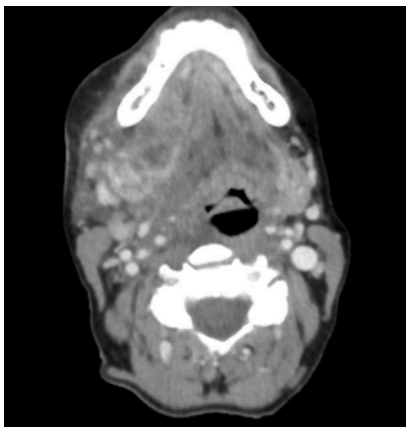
Axial slice computed tomography demonstrating a large collection displacing the oropharynx to the left
